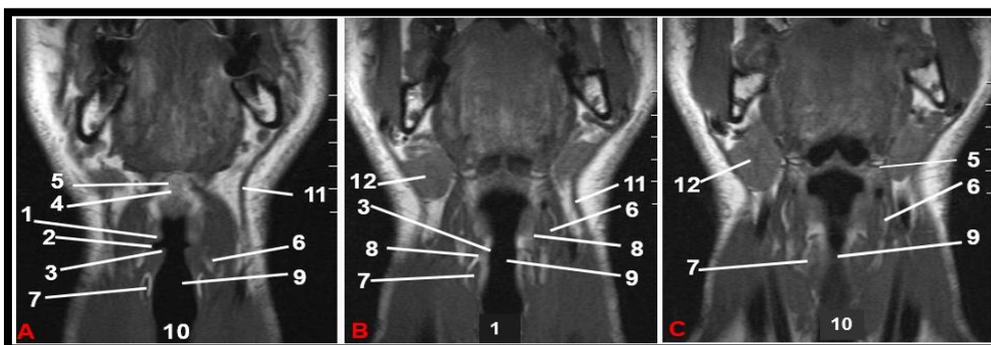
Coupes coronales pondérées T1 (IRM 1.5 T) (40,41).
